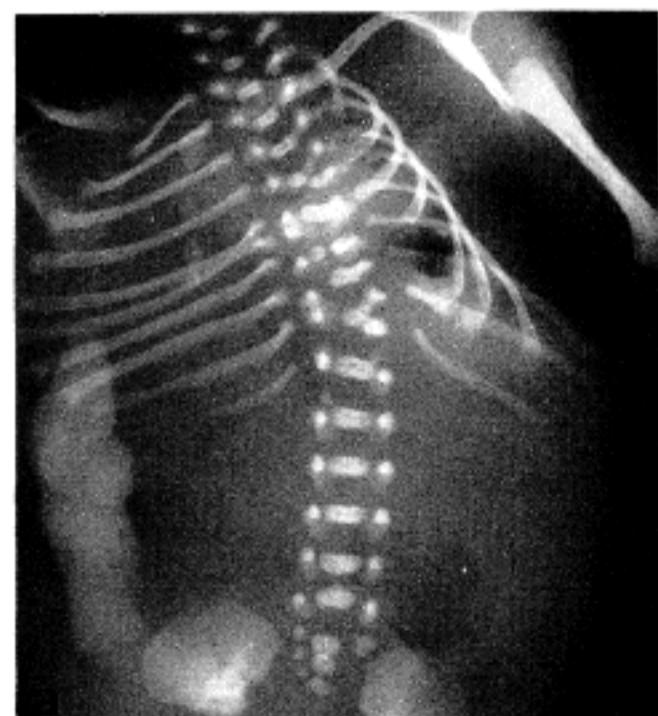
Spinal X-rays shows vertebral anomalies such as scoliosis, vertebral fusion(T4-5, T9-10, T11-12), bifid vertebra(T7) and hemivertebra(T8) in case 1(2a), and hemivertebra(L4) and sacral agenesis in case 3(2b)
